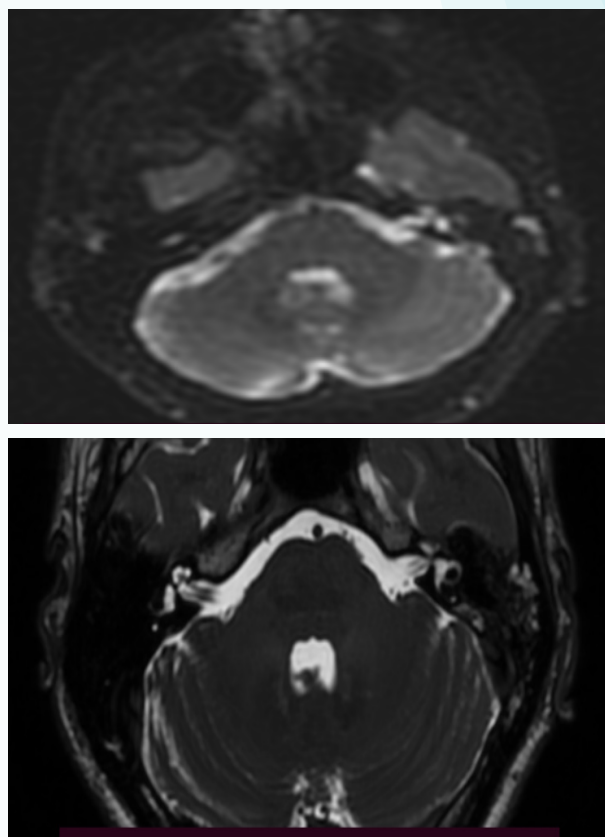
MPT височных костей, аксиальная проекция, режим Non-epi DWI, Propeller (данные авторов)
